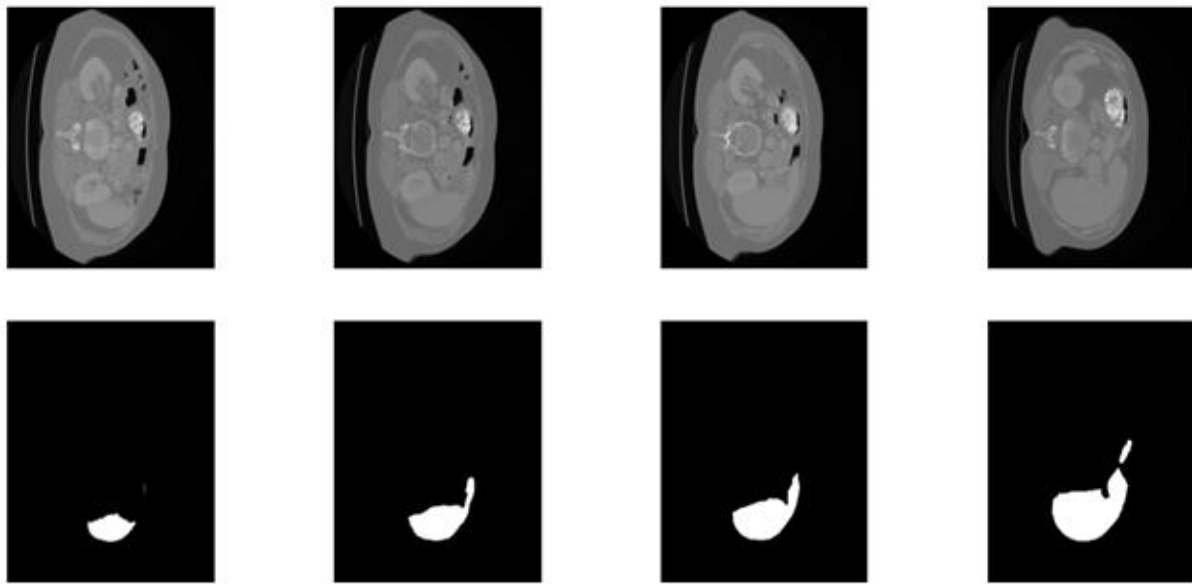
3 Images CT abdominal de la base de données « Task03_Liver » avec annotation de l'expert en dessous de chaque image source.
